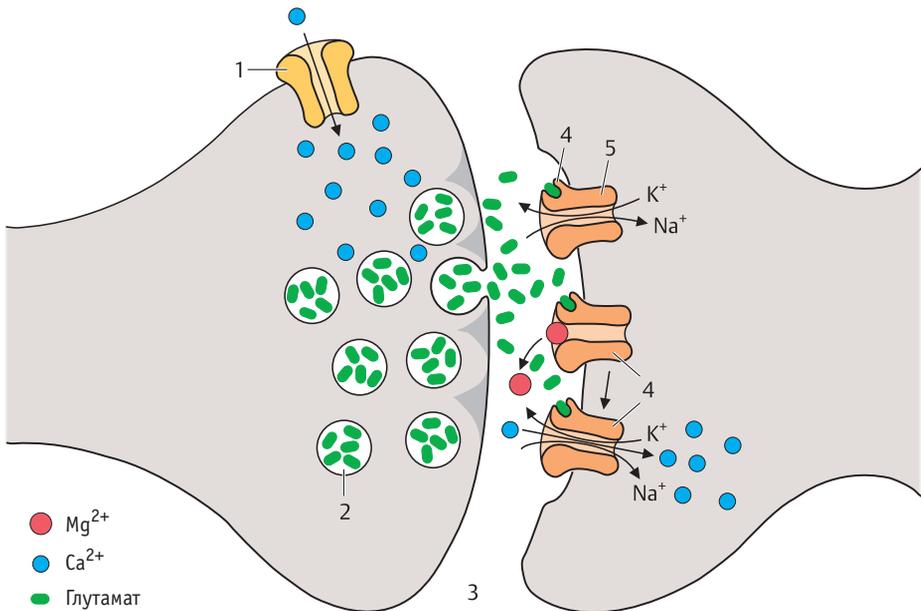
Синаптическая передача в глутаматергическом (возбуждающий) синапсе. Возникающий ПД активизирует приток ионов кальция внутрь клетки (1), это способствует слиянию синаптического пузырька (2) с пресинаптической мембраной, что приводит к высвобождению медиатора (в данном случае — глутамата) в синаптическую щель (3). Молекулы медиатора распространяются путем диффузии через синаптическую щель и достигают специфических рецепторов на постсинаптической мембране (4), связываются с ними, вызывая открытие ионных каналов (5), в данном случае — натриевых. Это влечет за собой поступление ионов натрия внутрь клетки, сопровождаемое притоком ионов кальция, что вызывает деполяризацию постсинаптического нейрона (возбуждающий постсинаптический потенциал). Деполяризация устраняет блокаду рецепторов NMDA, вызванную ионами магния (по Kahle W, Frotscher M: Taschenatlas der Anatomie, vol 3, 8th ed., Stuttgart, Thieme, 2002.)
